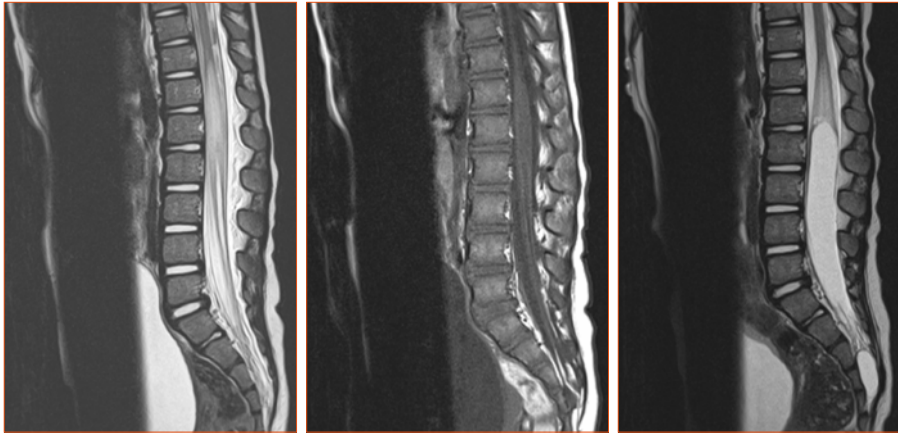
Resonancia magnética medular, que reveló hiperseñal T₂ transversa persistente de la médula espinal y un serio agrandamiento de la siringe.
